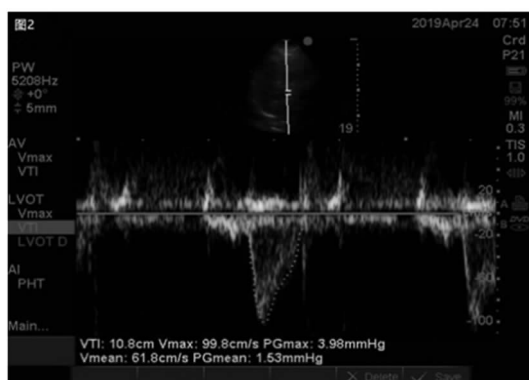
患者 ECMO 治疗第六天心脏超声测量 VTI 值
